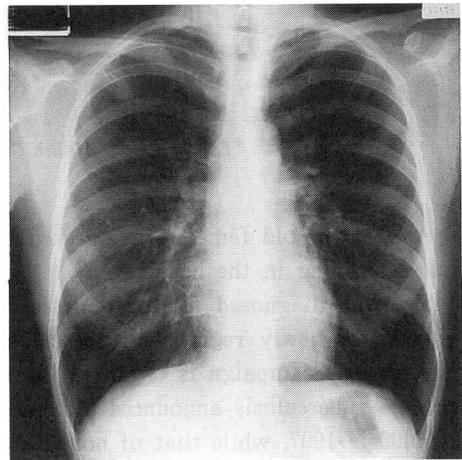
Chest X-ray film showed slight infiltration in the right upper lung field.
